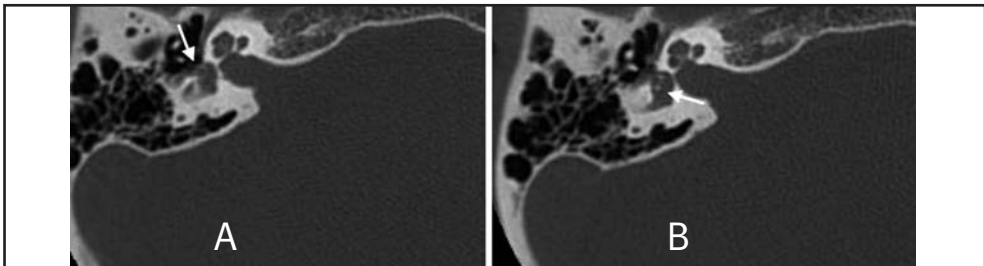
Fistola perilinfatica destra causata da un barotrauma: la TC multidetettore dimostra l'eccessiva ampiezza della finestra ovale (A) e la presenza di microdepositi iperdensi all'interno del vestibolo (B)
